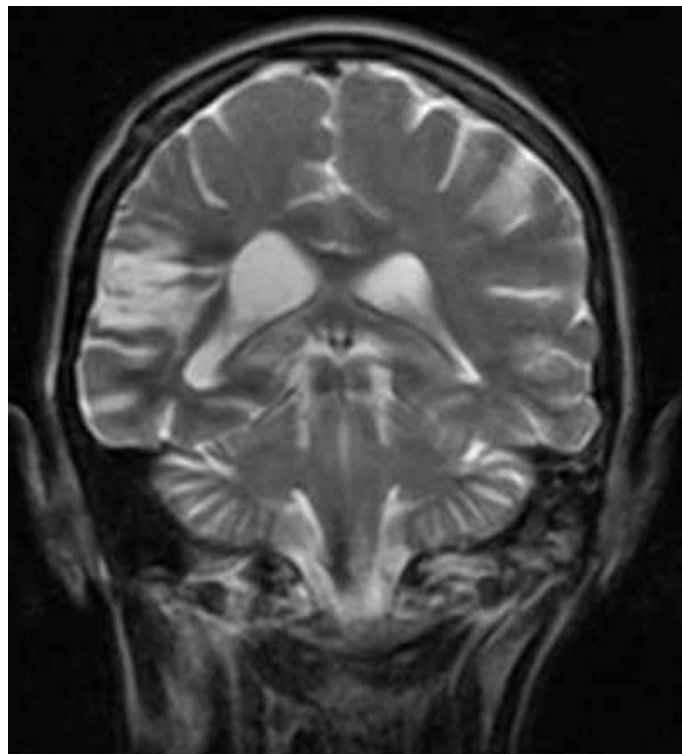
МРТ головного мозку (Т2 ЗЗ, коронарний зріз) через 2 роки після операції. Кавернома видалена тотально (спостереження №10, хвора М-о, історія хвороби №10, хвора М-о, історія хвороби №62).
